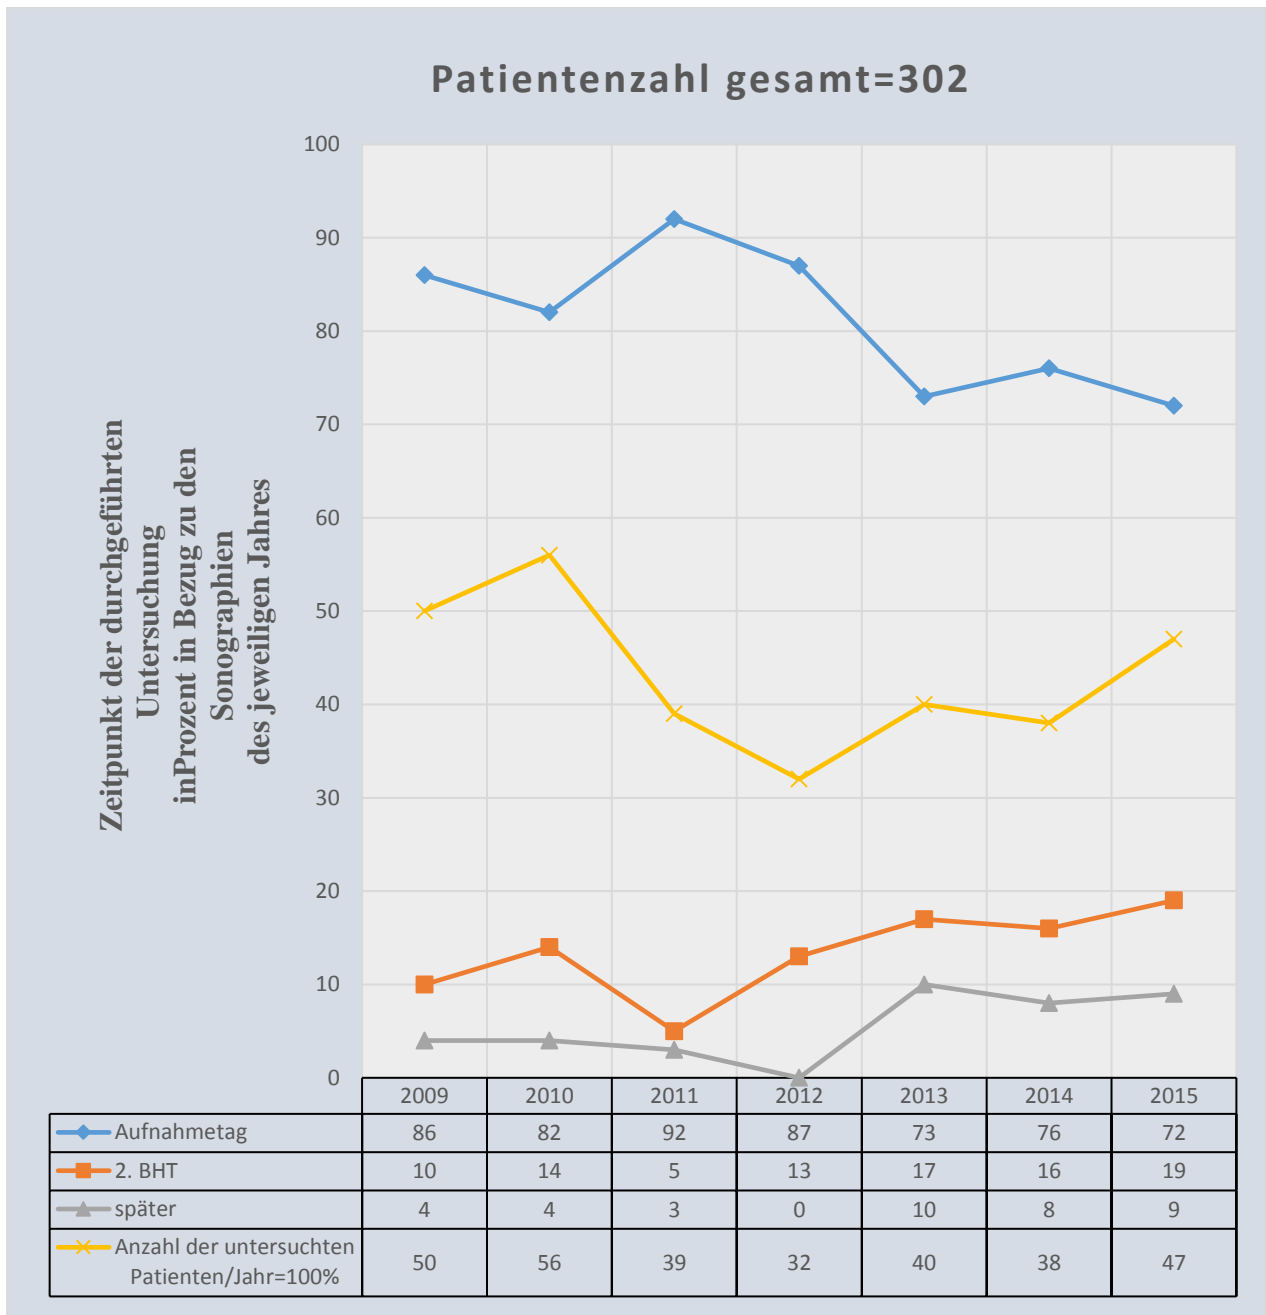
Zeitpunkt der durchgeführten Sonographie bei Akutaufnahme
